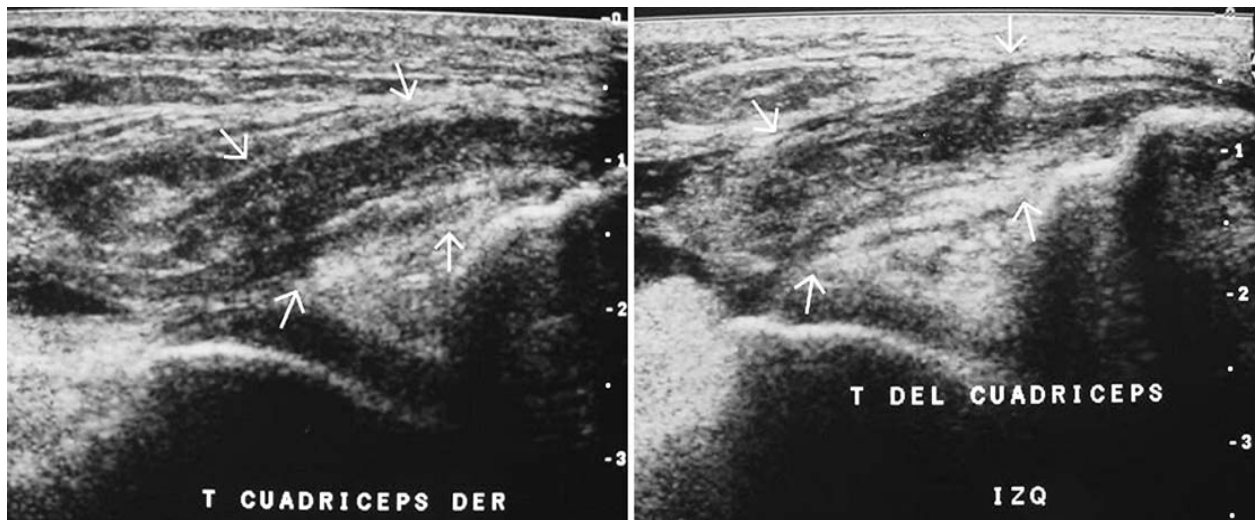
Images échographiques montrant la rupture du tendon quadricipital [32].
